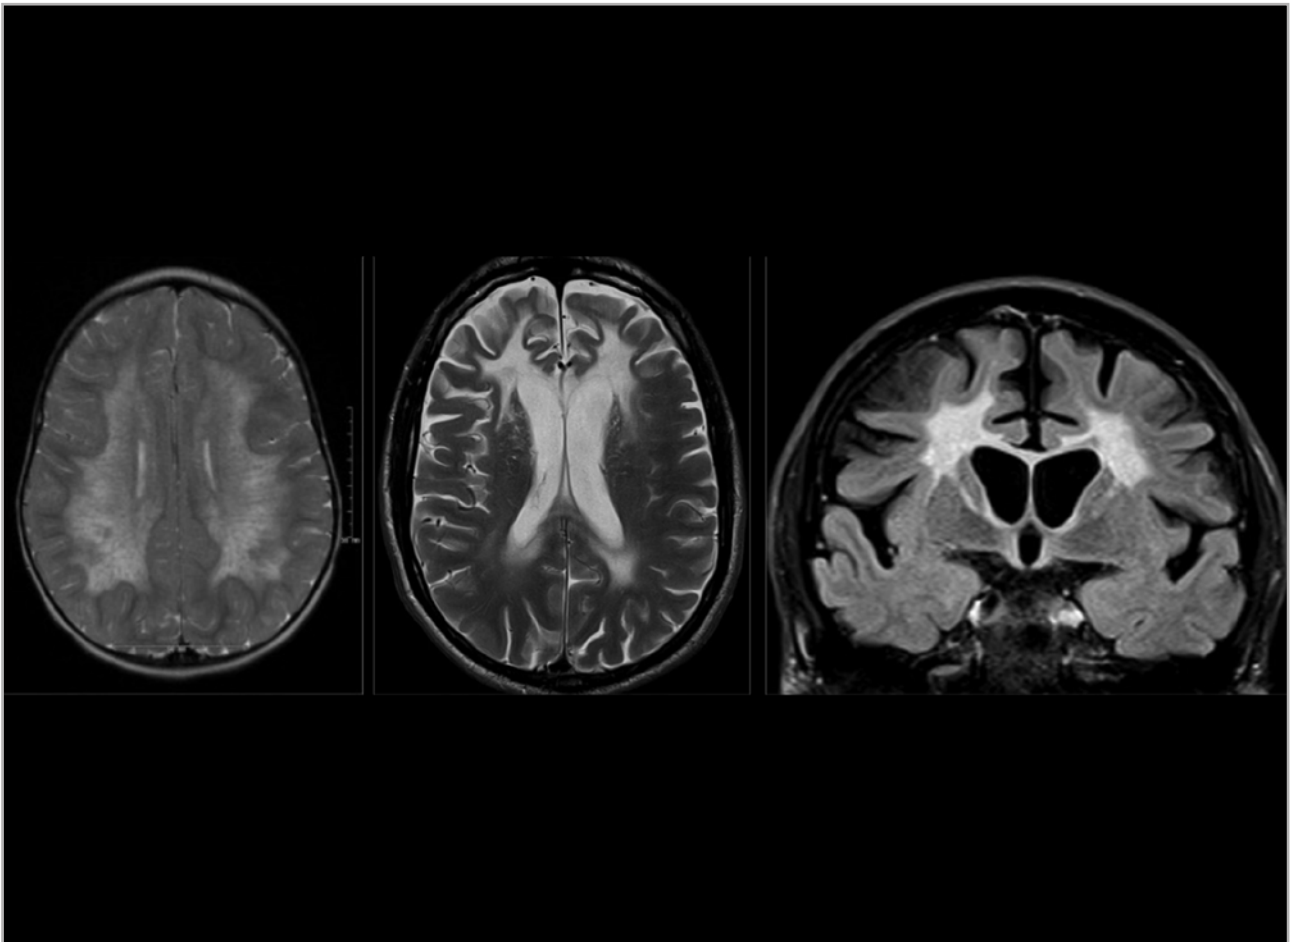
Hallazgos radiológicos en la leucodistrofia metacromática. Resonancia magnética con la afectación típica de la leucodistrofia metacromática. Afectación predominantemente frontal (imagen izquierda y central) y atrofia cerebral (imagen derecha). *Neurology*. 2018;24(1):130-49 y *Radiographics*. 2019;39(1):153-68.
